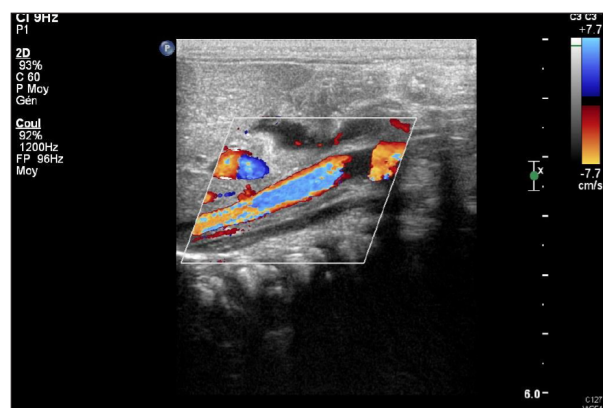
Echographie avec Doppler couleur de la veine rénale gauche à 8 jours de vie.
